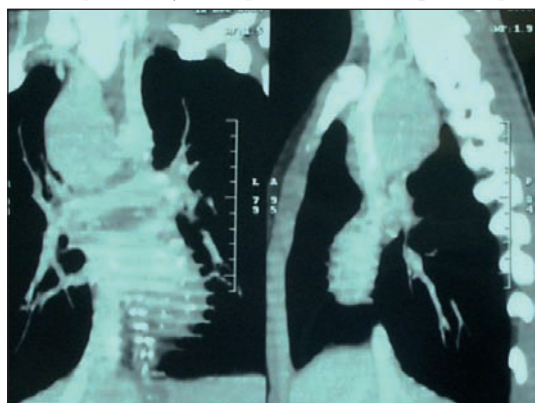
Компьютерная томограмма органов грудной клетки той же 6-ой.
